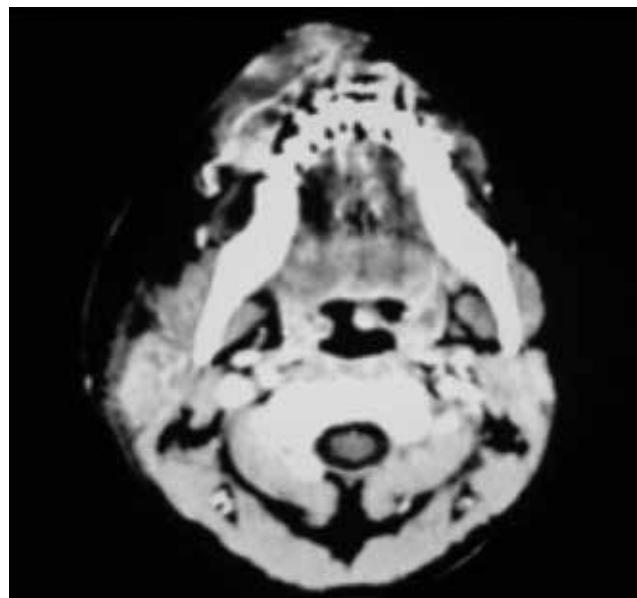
TAC contrastada, con abundante irrigación a través de ambas arterias faciales.
